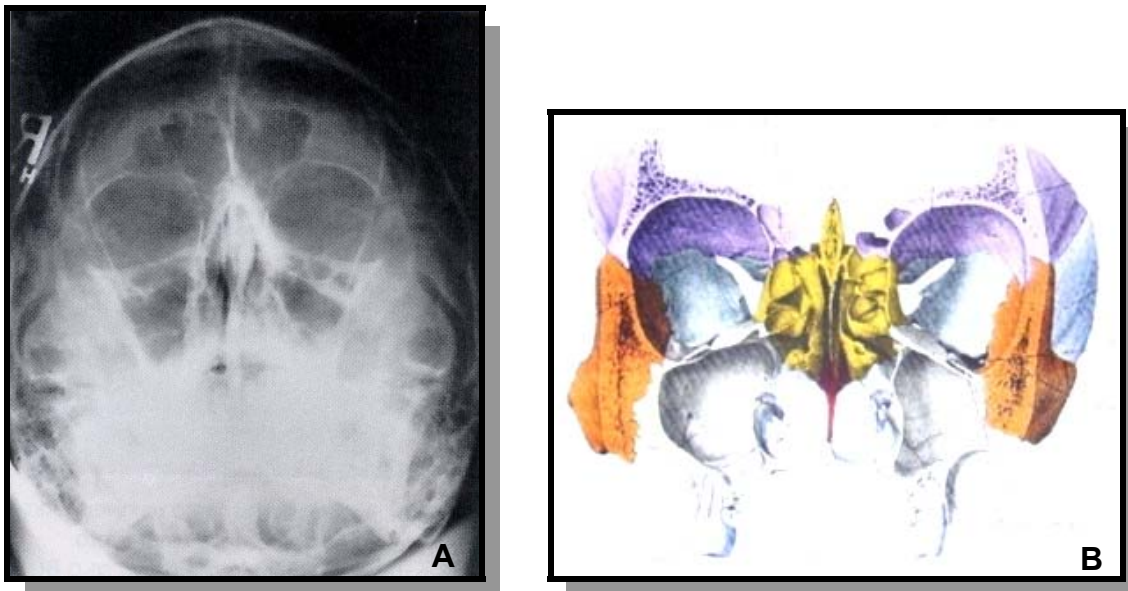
A: Radiografia simples de seios da face (Mento-naso-placa), mostrando seios da face e relação com a órbita. B: Corte coronal do crânio mostrando seio maxilar e sua relação com a órbita (Bontrager, 1996).
